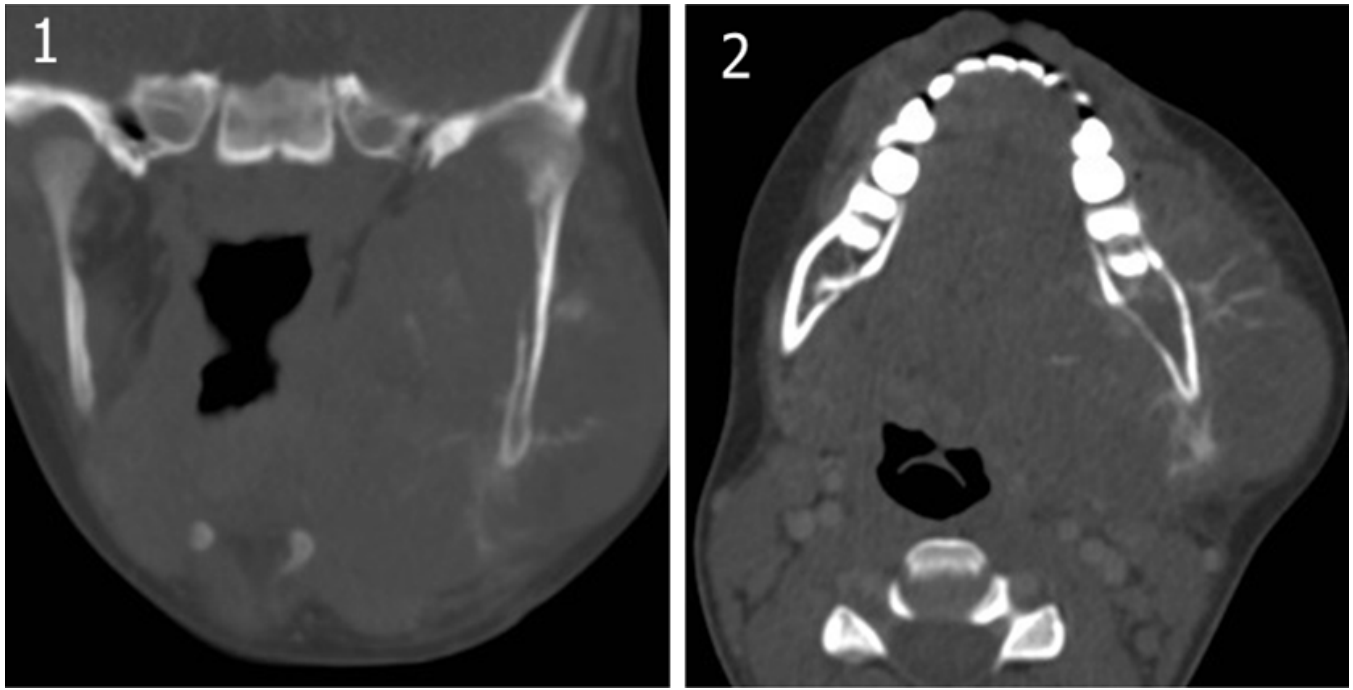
Sarcoma de Ewing. Lesión de comportamiento agresivo, con reacción perióstica y marcado componente de masa de partes blandas. 1: TC coronal; 2: TC axial.
